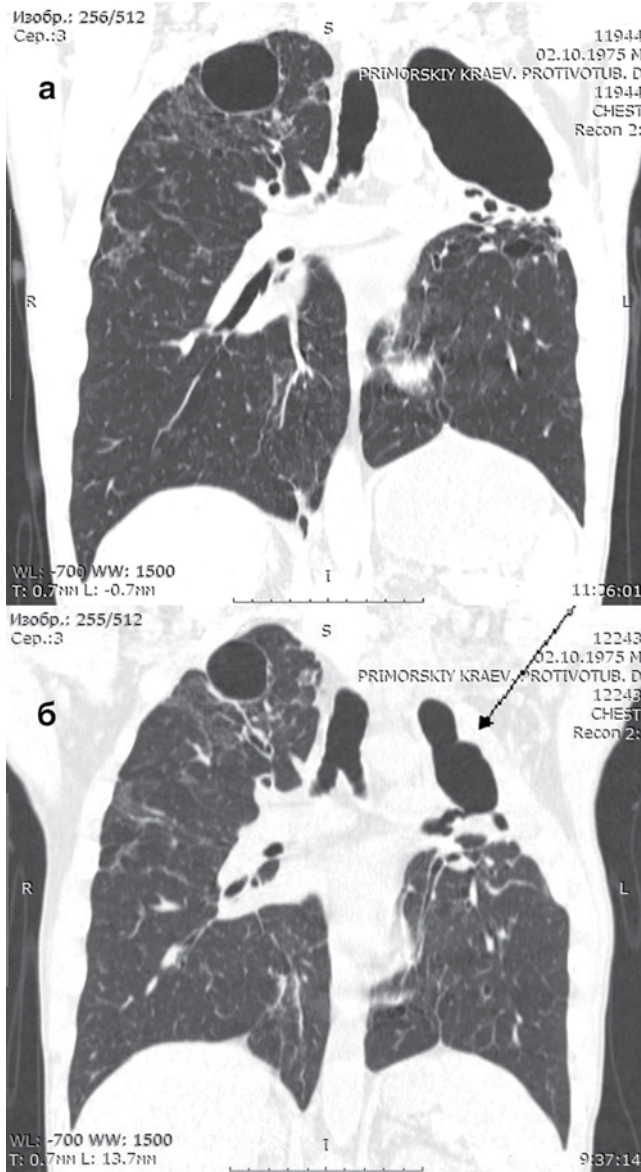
КТ грудной клетки пациента Р., 47 лет: а) при поступлении в клинику; каверны верхних долей обеих легких; б) через 3 мес. после пятиреберной верхнезадней торакопластики слева, стрелкой указана зона недостаточной компрессии каверны
